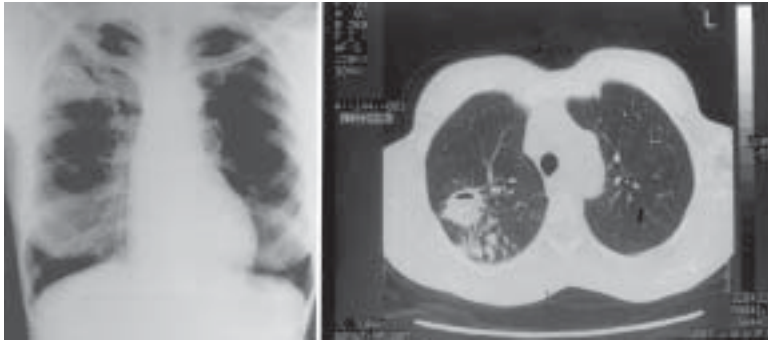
À esquerda, a radiografia de tórax demonstra imagem triangular (piramidal) no lobo superior direito. À direita, a TC do mesmo doente mostra lesão nodular escavada no segmento posterior, junto a lesões de disseminação canalicular da tuberculose. Diagnóstico: tuberculose.
